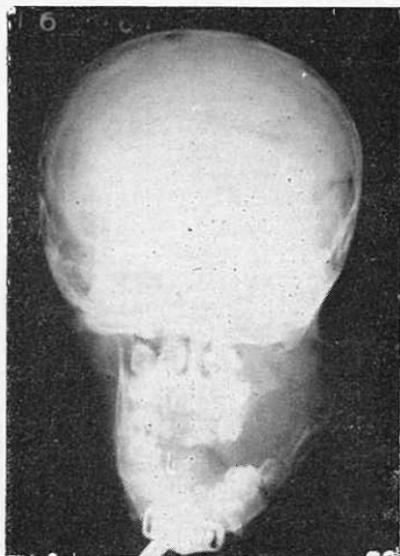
Radiografía del caso anterior que revela destrucción de la rama ascendente del maxilar inferior, lado izquierdo, debido a la invasión del hueso por la neoplasia.
